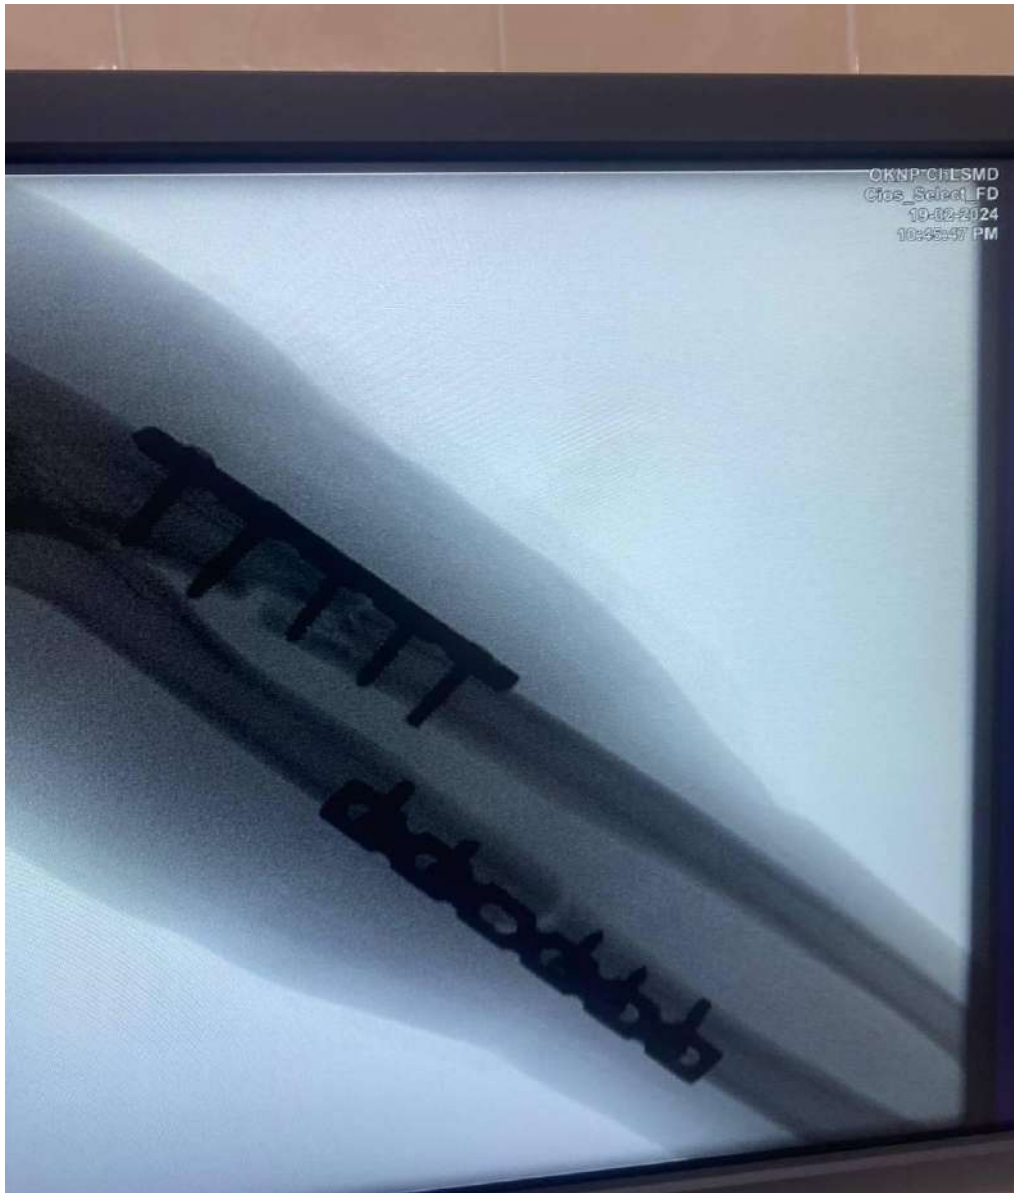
Рентгенограма хлопчика 15 років з накістковим остеосинтезом обох кісток передпліччя пластинами.
